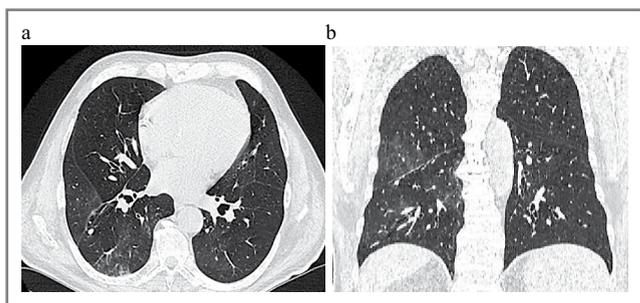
a* – аксиальная проекция; *b* – фронтальная проекция. КТ легких первого пациента до операции. Отмечаются множественные участки затемнения по типу «матового стекла».
